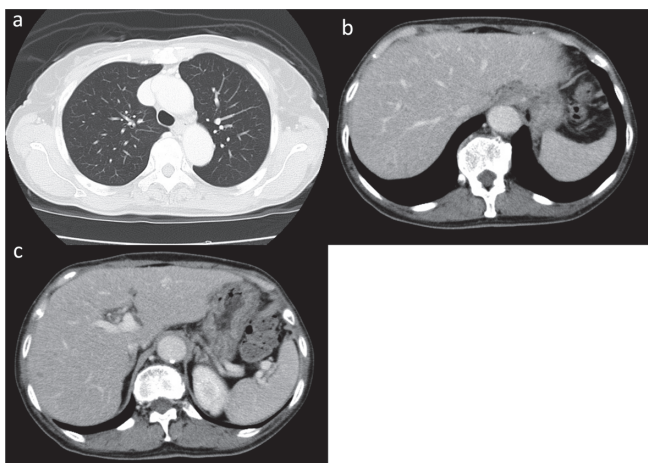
SOX療法4コース終了時の胸腹部CT検査
